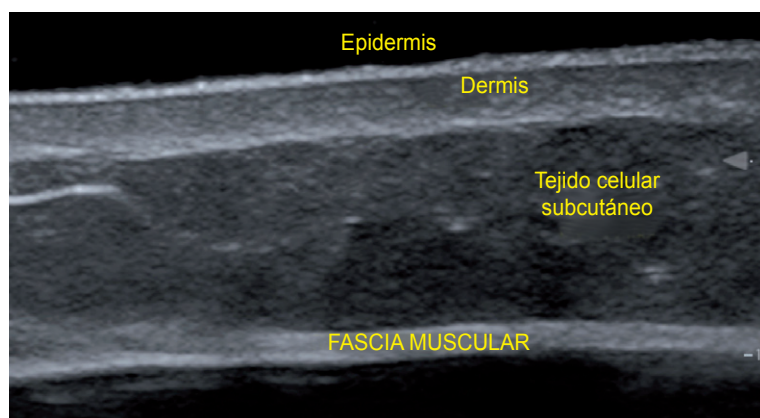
Ecografía de la piel con los distintos estratos cutáneos.
